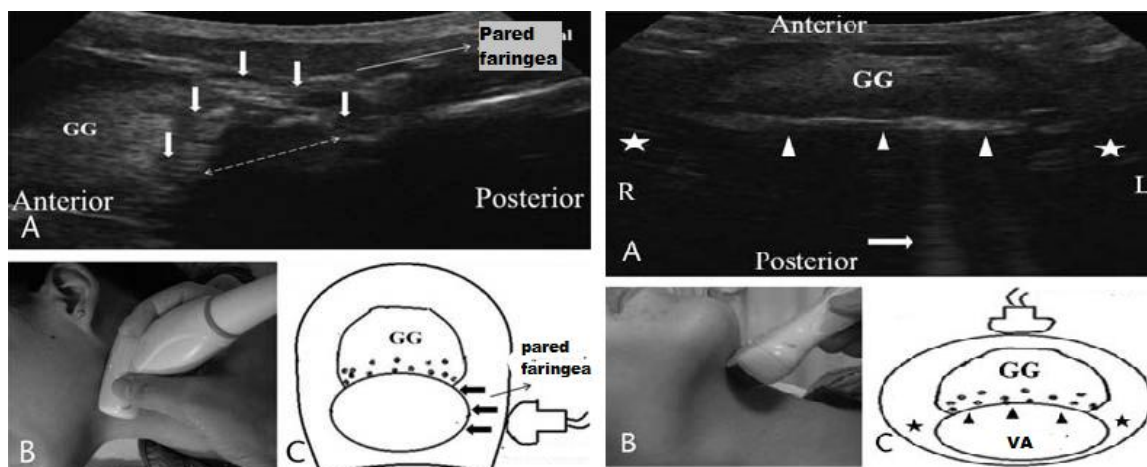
Sonografía de la orofaringe. La imagen de la izquierda demuestra la sonda en posición lateral: las flechas señalan la VA y la línea punteada es el diámetro antero-posterior de la VA. La imagen de la derecha, posición anterior de la sonda: triángulos blancos demarcan la orofaringe que se puede mover al toser, tragar o respirar. La flecha blanca corresponde a artefactos por el aire en la VA. Asteriscos muestran la pared faringea. El diámetro de la VA se puede medir por el ancho de la línea hiperecogénica. GG: músculo geniogloso. Tomado de Lun et al. (2016, p. 86).
